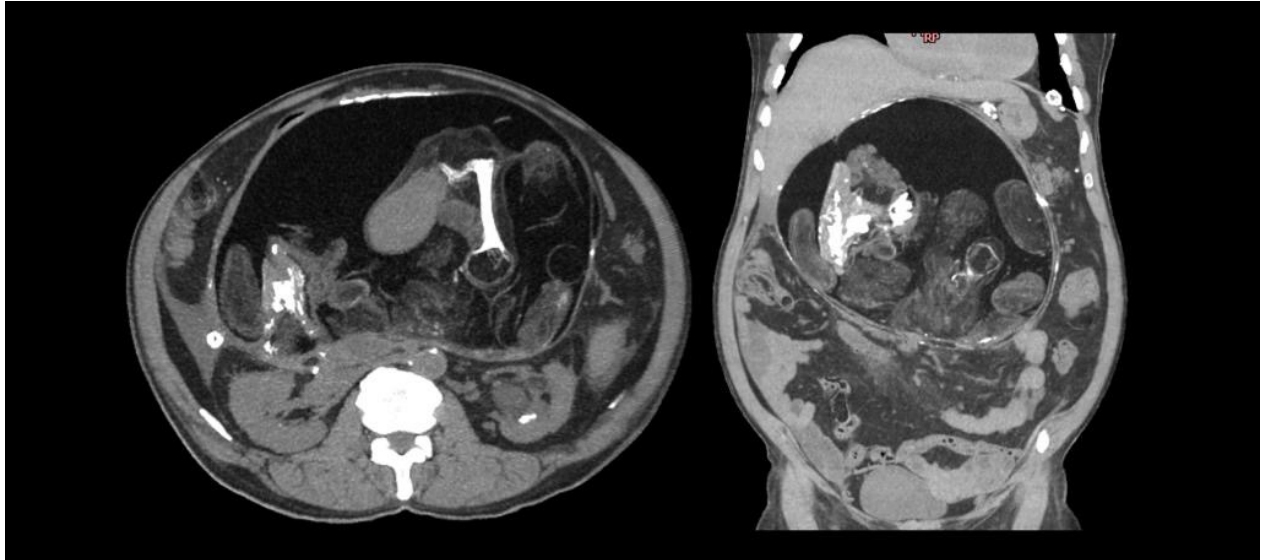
Computed tomography showing a large mass measuring $26 \times 18 \times 21$ cm (volume of $5,103 \text{ cm}^3$) and containing a long bone structure with epiphysis, diaphysis, and metaphysis. A large adipose tissue is also documented.
